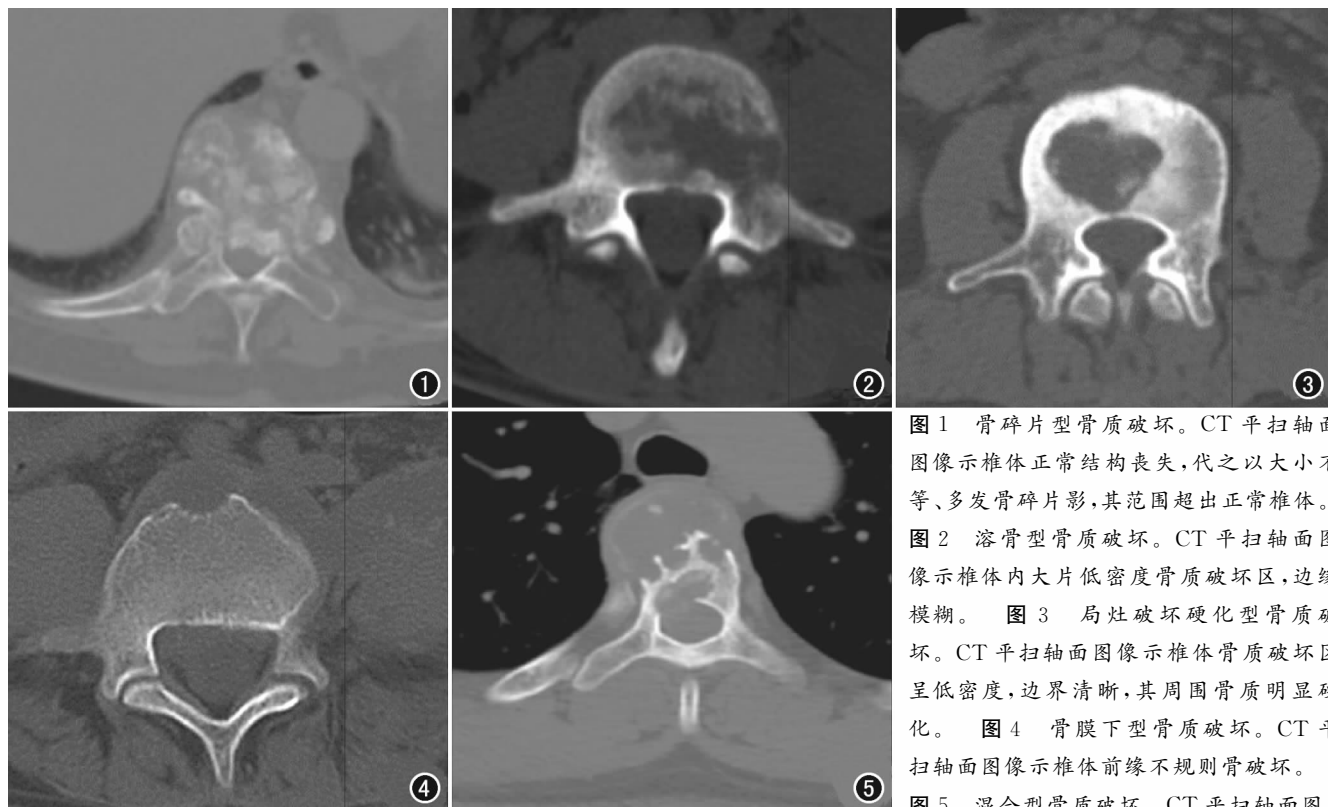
骨碎片型骨质破坏。CT 平扫轴面图像示椎体正常结构丧失, 代之以大小不等、多发骨碎片影, 其范围超出正常椎体。
